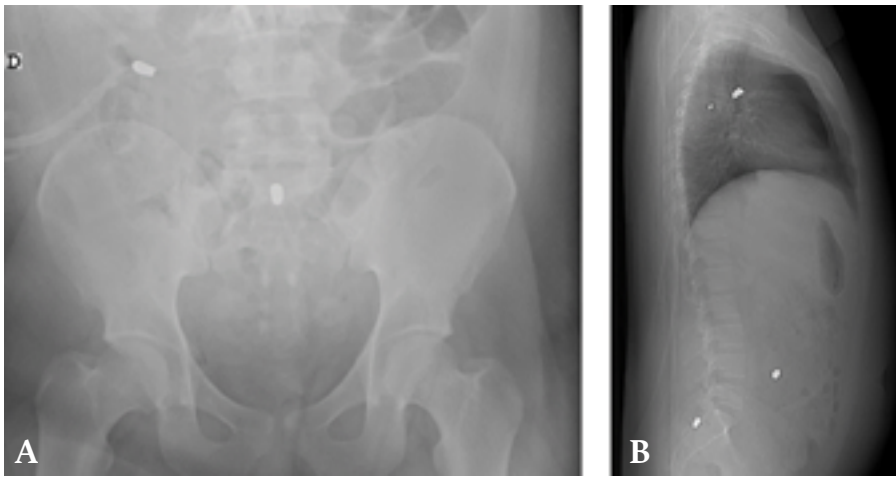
A) Radiografía anteroposterior de pelvis. B) Radiografía de columna lateral en la que se observan múltiples proyectiles de arma de fuego.
